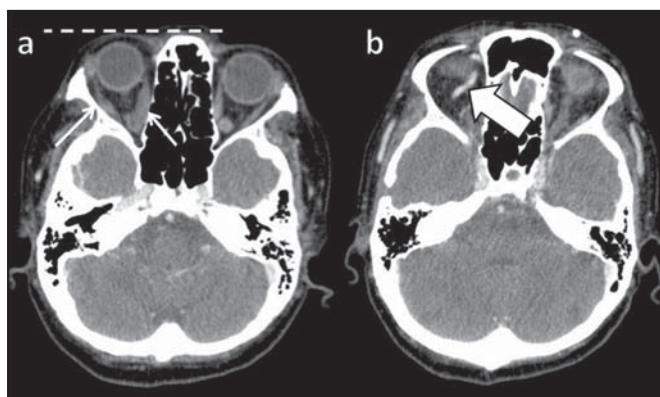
Tomografia computadorizada com contraste, fase arterial. Paciente do sexo feminino, 73 anos, com diagnóstico de FDSC. a: Proptose discreta à direita (linha tracejada) e espessamento da musculatura extraocular deste lado (setas finas). b: Contrastação precoce da VOS direita, que se apresenta discretamente ectasiada (seta grossa).
